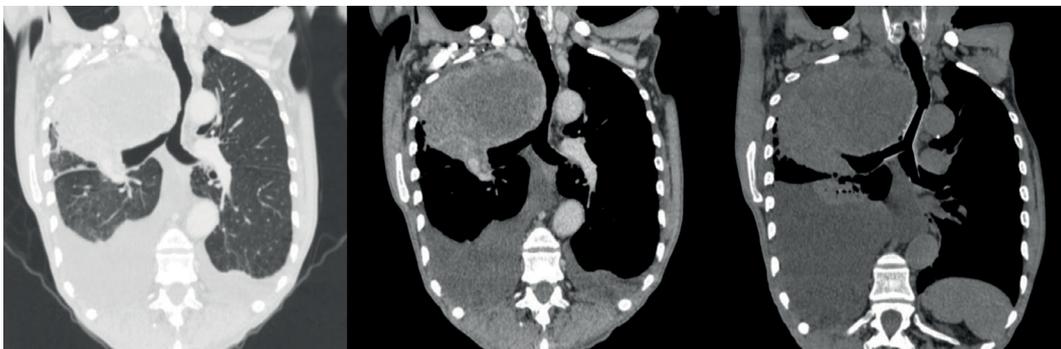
Reconstituição coronal da tomografia computadorizada do paciente apresentado na figura 3, detalhando a compressão extrínseca traqueal antes e após a colocação da órtese. Arquivo dos autores.
